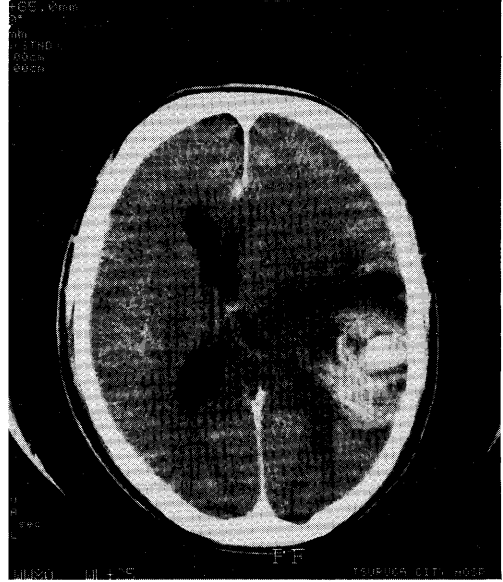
Contrast-enhanced CT scan at nearly the same level of the Fig.1 performed about two months after the Fig.1. High density area with contrast enhancement is seen at left temporoparietal region.
